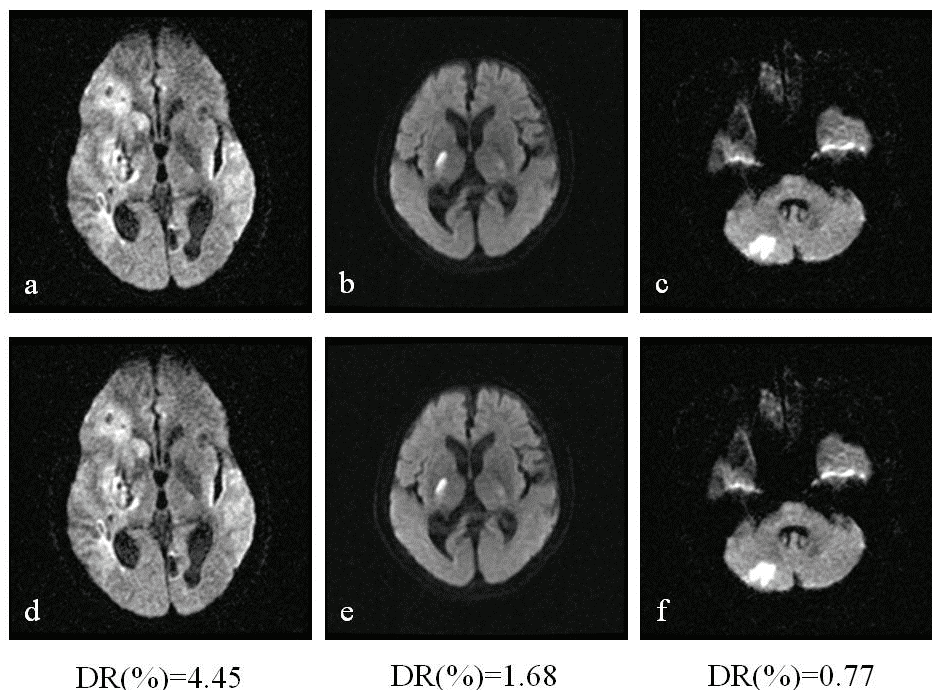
3 例のテスト用 DWI 症例の比較. (a)・(b)・(c) 手動方法により調節された DWI, (d)・(e)・(f) 本手法により調節された DWI.
